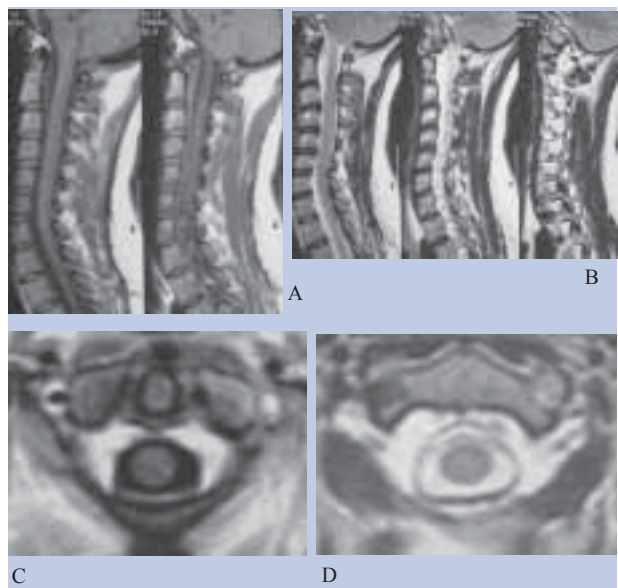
RMN Coluna Cervical: Sagital T1 (A) e T2 (B), mostrando exuberância dos plexos venosos epidurais, que captam fortemente contraste paramagnético (visível nos cortes axiais T1 com contraste(C); nos cortes axiais T2 (D) é visível o envolvimento do espaço subaracnoideu e da duramáter por veias epidurais engorgitadas, comprimindo o saco tecal intracanal e periradicular, assumindo o aspecto particular de um bolbo devido às inserções da dura ao ligamento longitudinal posterior e ao longo das emergências radiculares.
